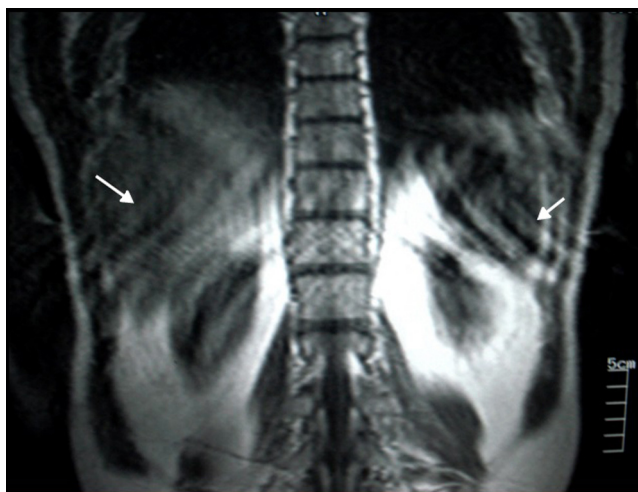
RM de abdomen, corte coronal, en ponderación T1: se detectan artefactos de movimiento respiratorio por taquipnea causada por la angustia del paciente durante el estudio (flechas).
